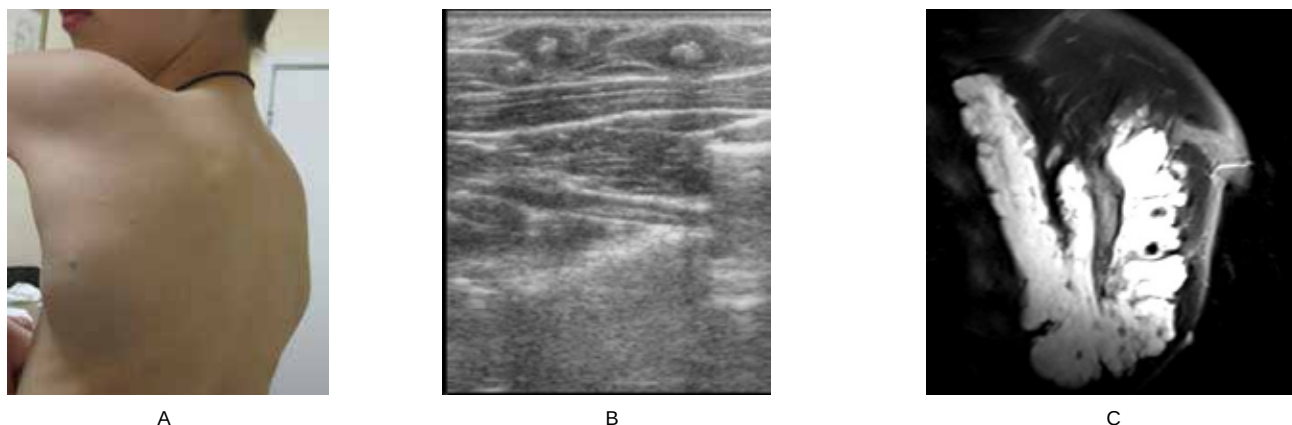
Хлопчик П., 9 років, венозна мальформація аксиллярної, підлопаткової ділянки: А – фото, В – УЗД, візуалізуються флеболіти, які дають акустичну тінь, С – МРТ – втрата сигналу в ділянці флеболітів.
